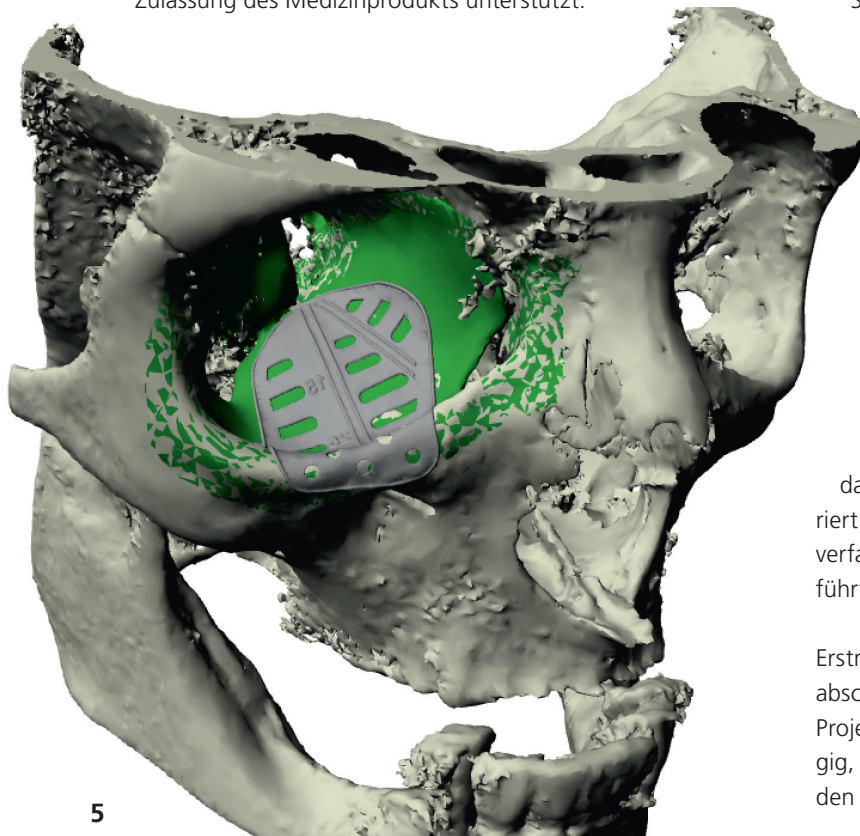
PSI (Patientenspezifisches Implantat) zur Rekonstruktion des Orbitabodens. – Abb. 4: Planung des PSI (pink dargestellt) anhand des CT-Datensatzes in axialer, sagittaler und koronarer Ebene.
